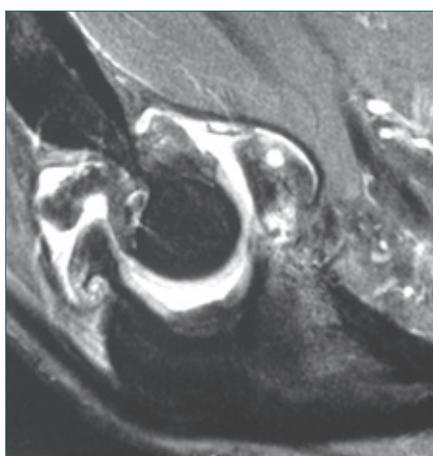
MRT des EB bei Arthrose mit Osteophyten und Gelenkkörpern
